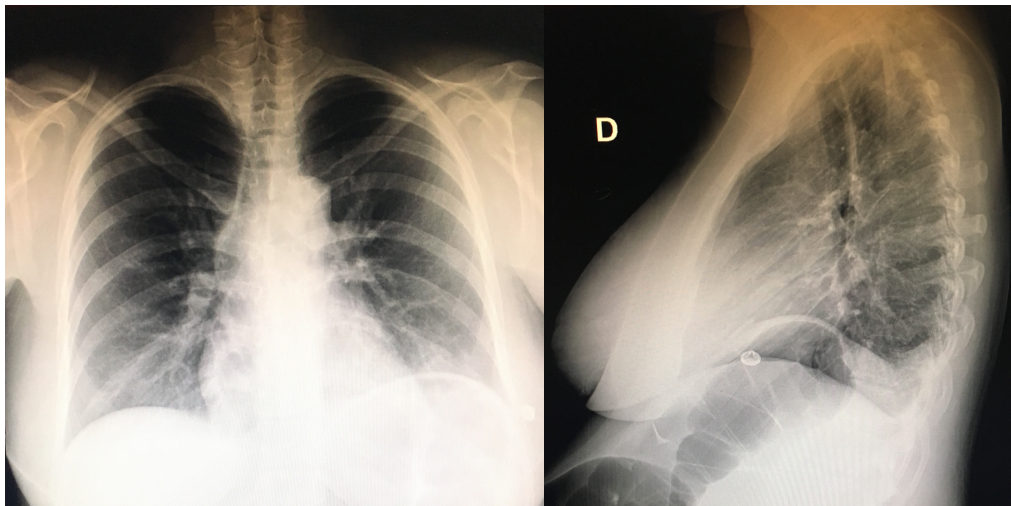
Radiografías AP y lateral de tórax.
